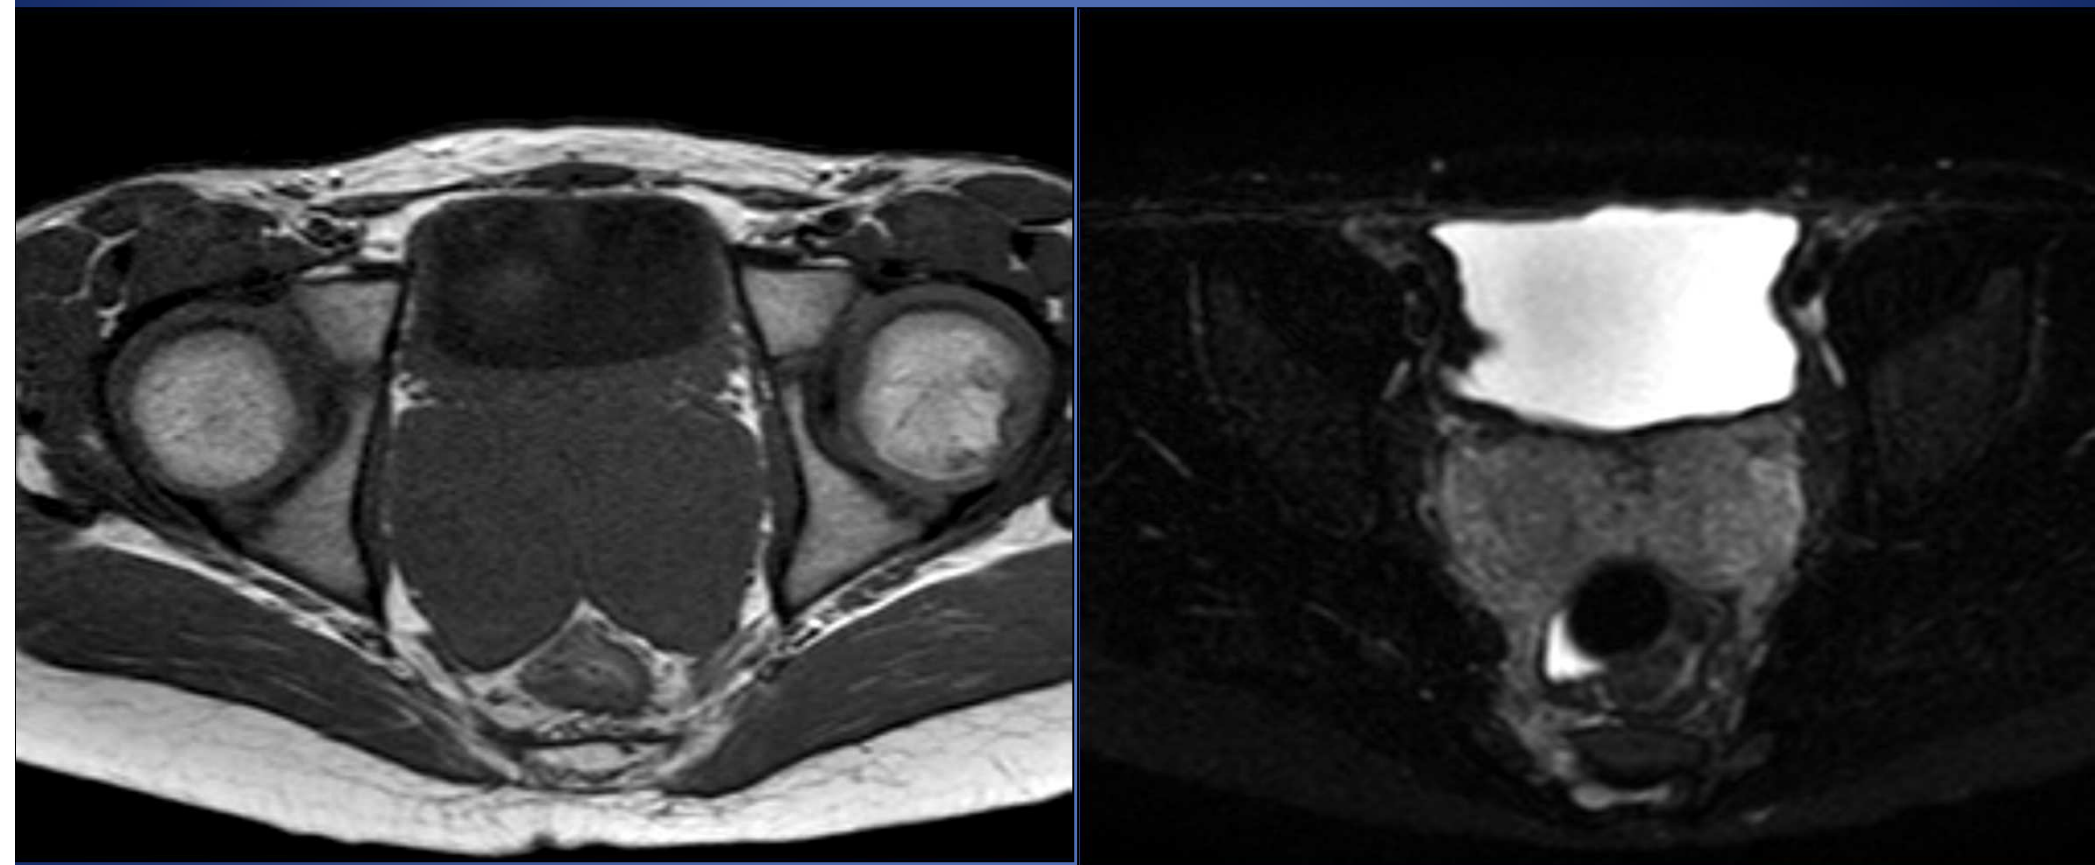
RM T1 y T2 SPAIR corte axial muestra próstata finamente inhomogénea, aumentada de tamaño, con la presencia de masa heterogénea izquierda.
